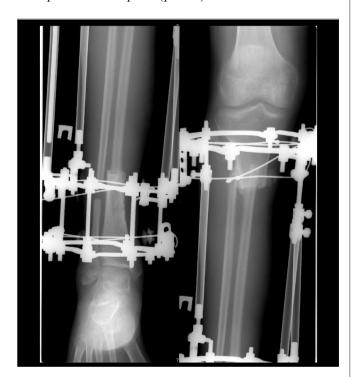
Рентгенограмма после операции
